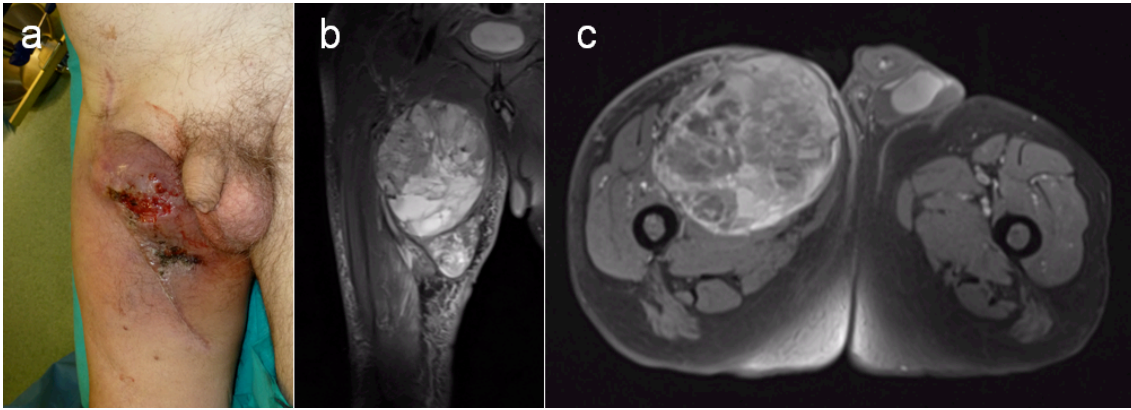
Angiosarcoma del muslo intervenido en otro Centro de forma inadvertida (“whoops”) estadio IIIB de AJCC: aspecto clínico, con ulceración e infección local (a); corte coronal de RM (b); y corte axial de RM (c). Se realizó hemipelvectomía y actualmente, dos meses después de la intervención, no ha presentado complicaciones y se manifiesta muy satisfecho con la intervención porque le permite el desencamamiento sin dolor.
